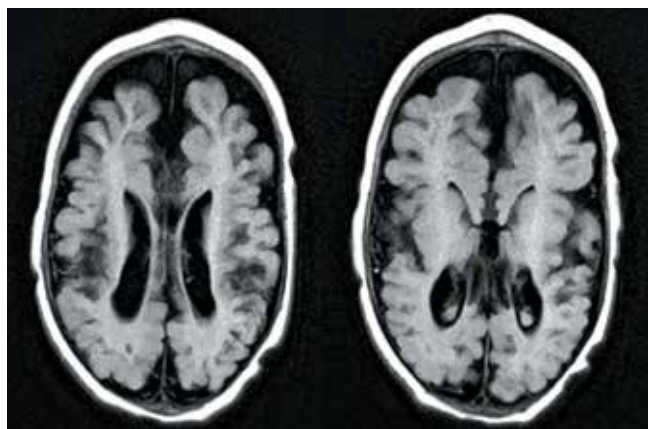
Пациент Э.У., 5 мес, магнитно-резонансная томография головного мозга: картина атрофии мозга, расцененная как последствия перинатального поражения мозга
